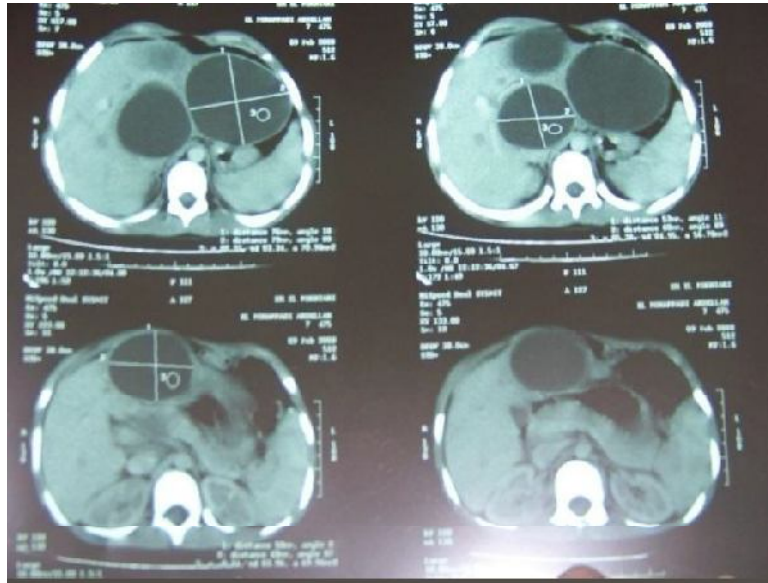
TDM abdominale montrant des KHF multiples.
